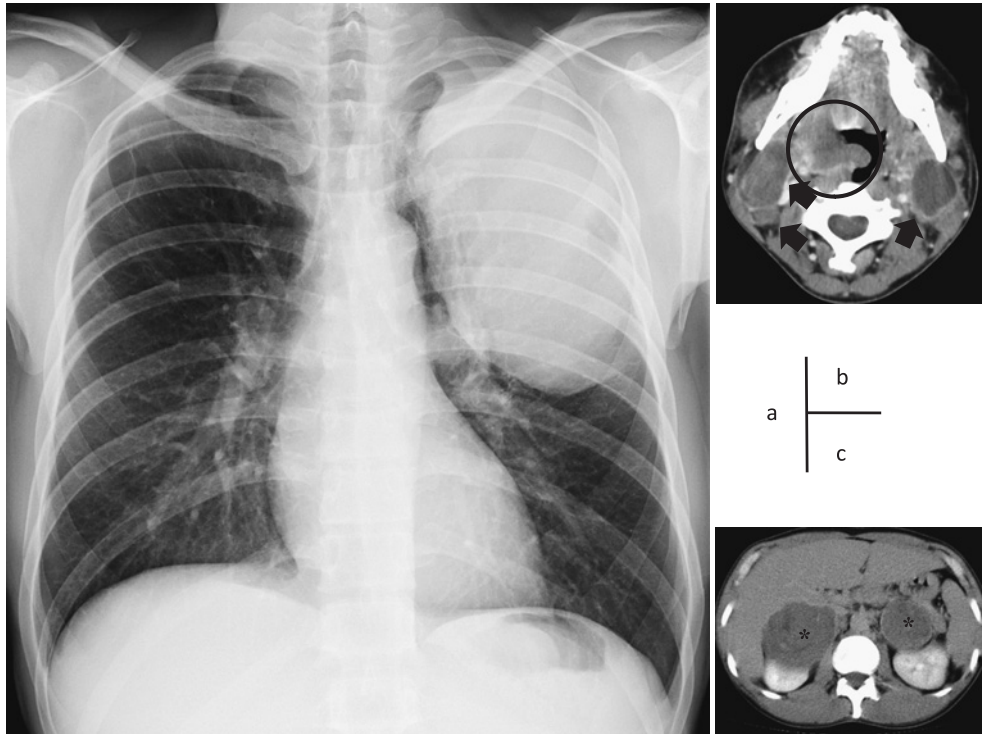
Chest X-ray film before chemotherapy demonstrated a huge 16.0×9.5 cm mass in the left upper lung field (a). Metastatic lesions can be seen in the right tonsil (circle), bilateral cervical lymph nodes (arrows; b) and bilateral adrenal glands (asterisks; c).
